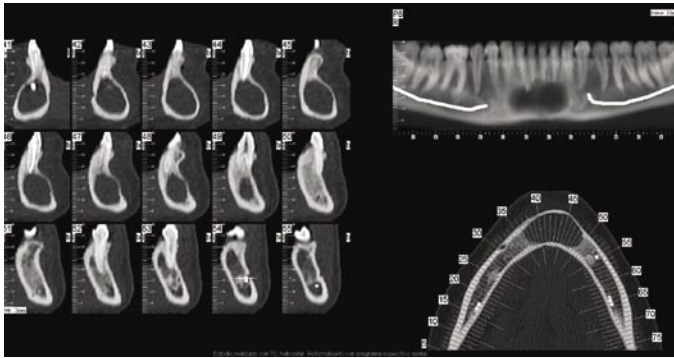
Estudio mediante TC de patología quística maxila.
